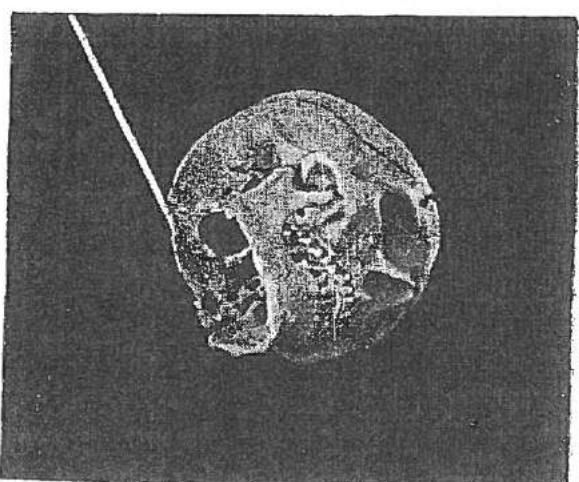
RC inclinată caudo-cranial (cca. $15-20^\circ$) și către bărbie, intră la două laturi de deget înapoia unghiuilui mandibulei;iese prin rădăcina ultimului malar din partea de radiografiat
